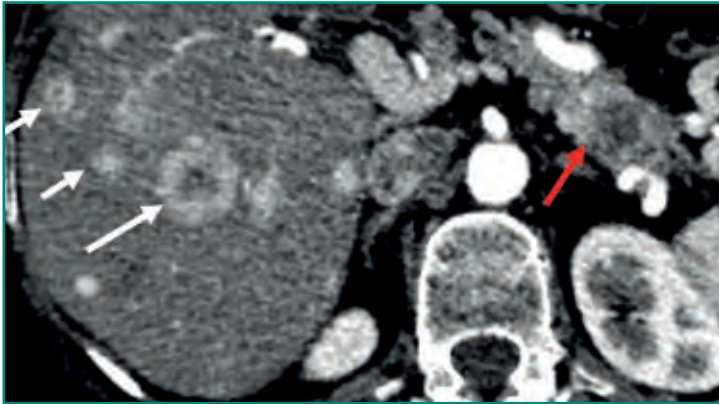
TC en fase arterial en la que se identifica una lesión nodular hipervascular con centro necrótico (*flecha roja*) en cola de páncreas compatible con un tumor neuroendocrino con metástasis hepáticas también hipervascuales (*flechas blancas*).
